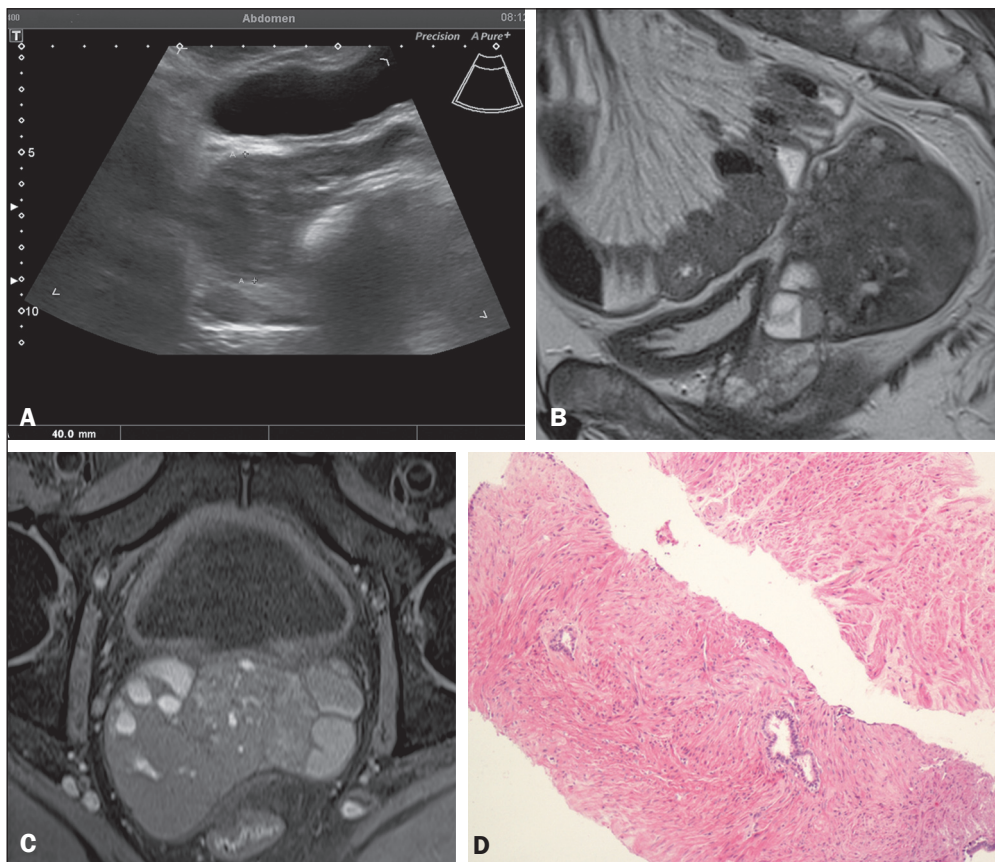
A: Ultrassonografia pélvica transabdominal demonstrando lesão hipoeocogênica sólida, de limites definidos, localizada na loja da vesícula seminal direita, medindo 4,0 cm. B: RM, sagital T2, demonstrando lesão expansiva de limites definidos, heterogênea, com predomínio de componente de baixo sinal. Há ainda nível líquido-líquido. C: RM, axial T1 *fat suppression*, demonstrando lesão sólida com epicentro na vesícula seminal direita, heterogênea, com maior componente de isossinal. D: Lâmina histológica mostrando abundante músculo liso maduro, benigno, e escasso epitélio colunar biestratificado.
